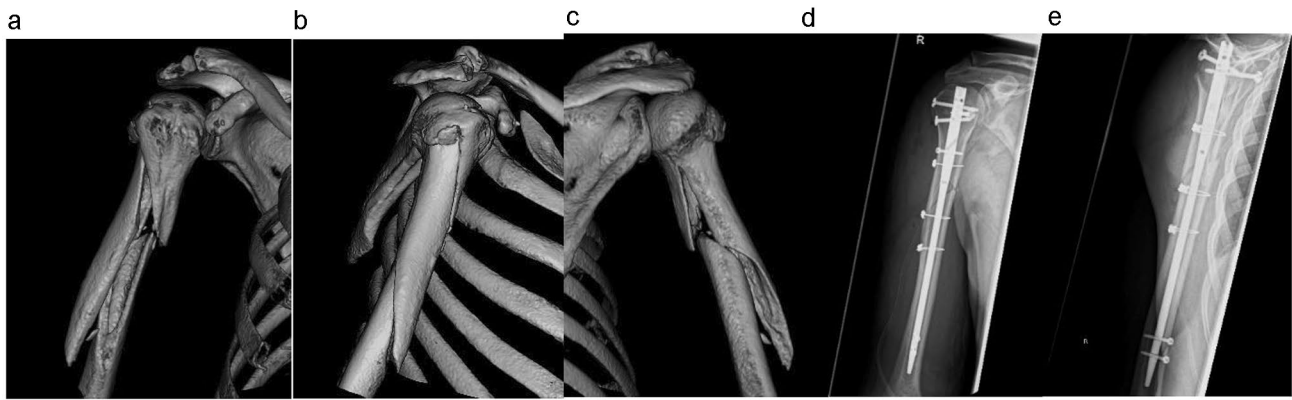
A humeral shaft fracture AO 12 B2 right. a–c Pre-operative imaging (computed tomographic 3D reconstruction) and d, e post-operative imaging in two planes (ap/lateral)
